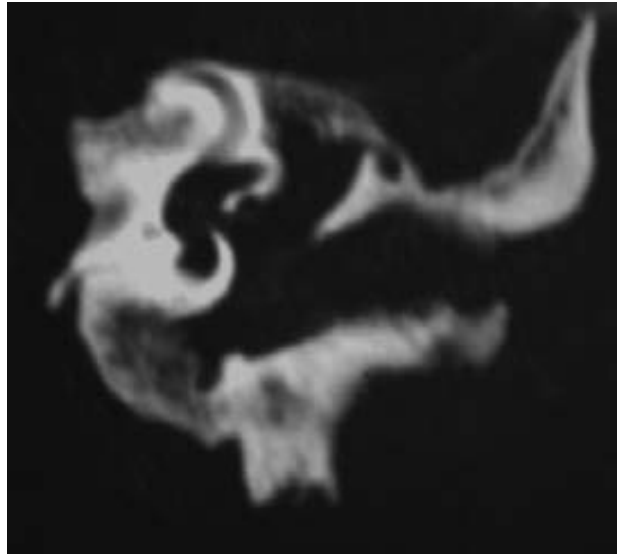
RE. Axial CT scan of the right ear: (1) great erosion causing a large cavity formed by the tympanic cavity and part of the mastoid process, (2) disappearance of mastoid pneumatization, and (3) good preservation of the structures of the inner ear.
